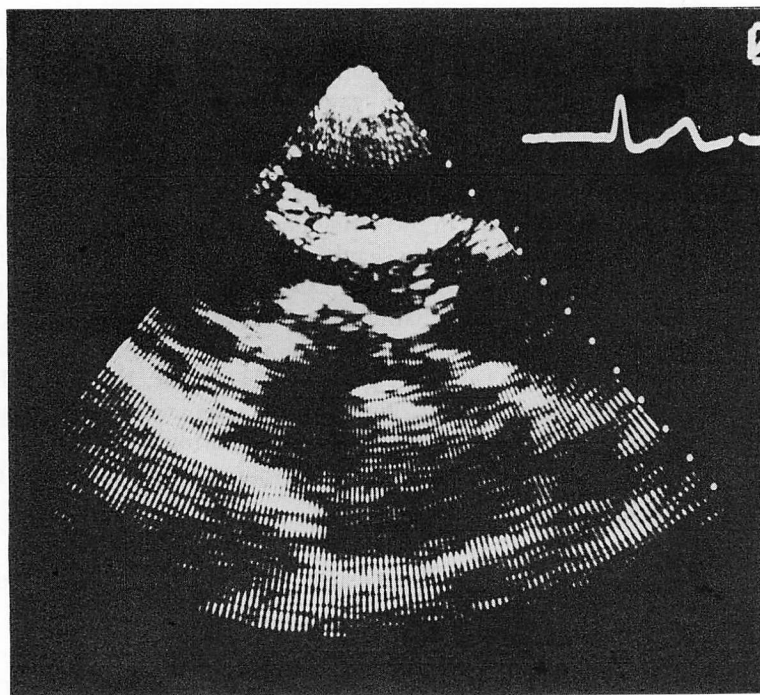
Two-dimensional echocardiogram showing mitral stenosis, a left atrial thrombus and the thickened aortic valve.
